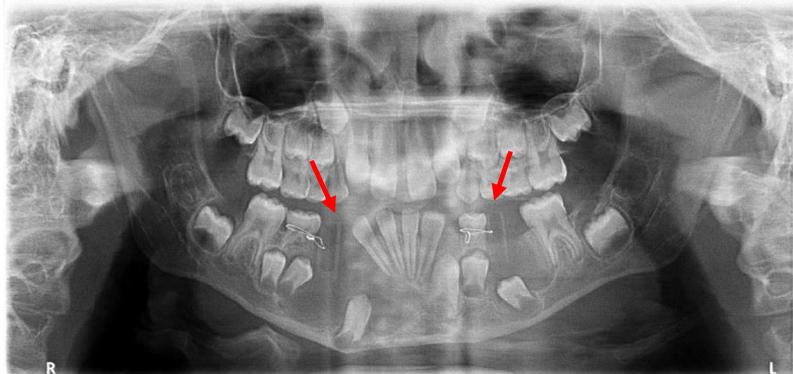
Radiografia panorâmica (agosto/2021)
